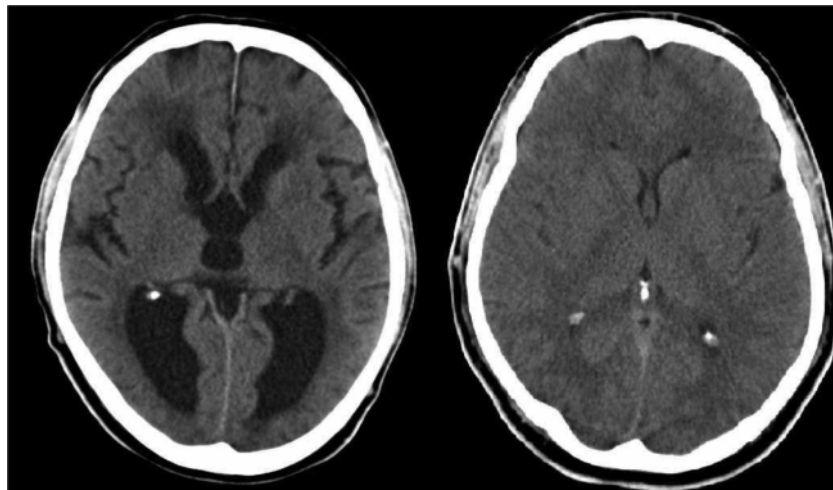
Внутрішня і зовнішня гідроцефалія на КТ головного мозку хворого Д., 35 років, із несприятливим типом перебігу посттравматичних розладів
